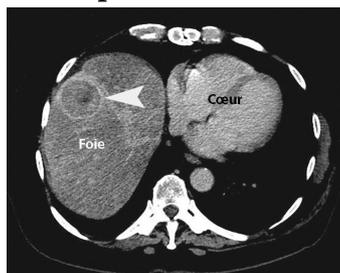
Carcinome hépatocellulaire. TDM au temps tardif
